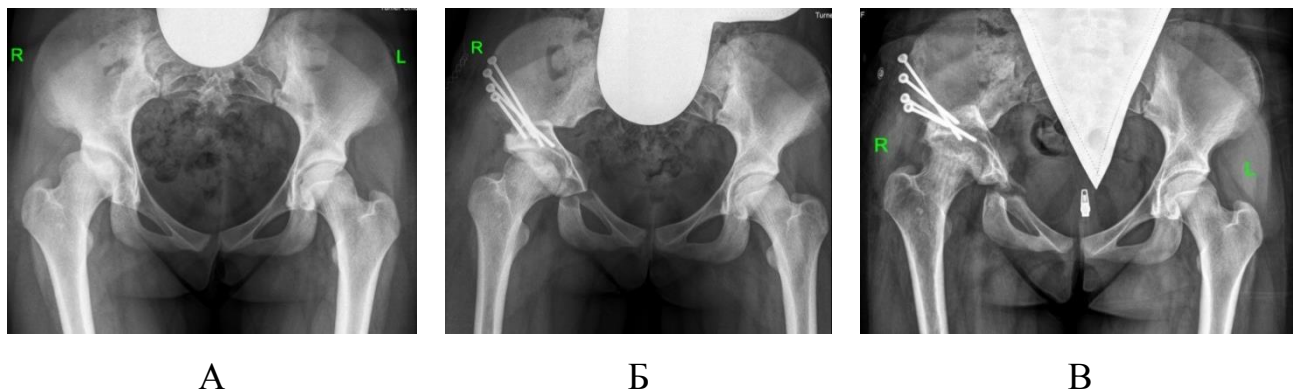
Серия рентгенограмм тазобедренных суставов в прямой проекции пациента С., 17 лет с диагнозом «врожденный (диспластический) подвывих бедра справа»: А – до операции; Б – после тройной остеотомии таза; В – через 1 месяц после выписки из клиники – возникновение краниального смещения ацетабулярного фрагмента на 1,3 см
